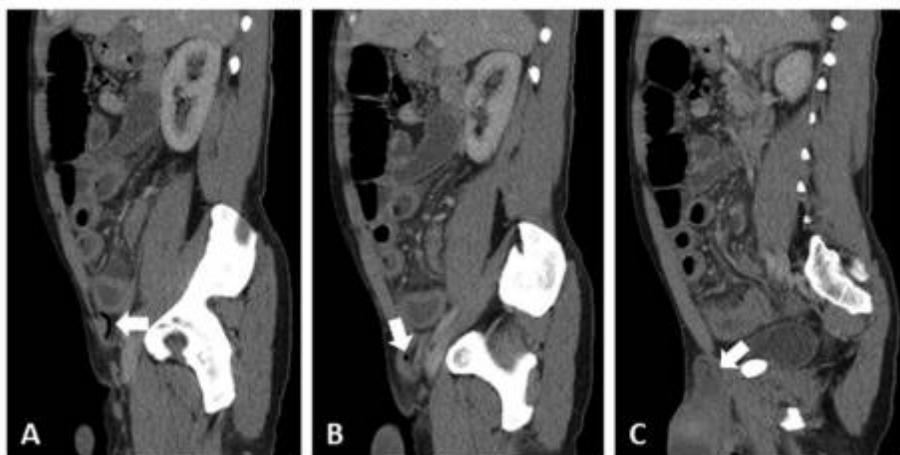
As imagens de TC com contraste sagital de lateral (A) para medial (C) mostram progressão do apêndice à medida que se estende para a hérnia inguinal direita. Técnica: O contraste sagital aumentou as imagens de TC do abdome inferior.
